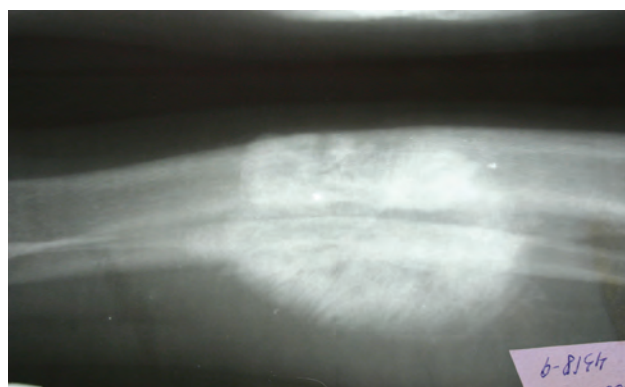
Великий остеосаркомоподібний періостальний регенерат (позначений стрілкою) у діафізі великогомілкової кістки через 2 міс. після неповного перелому. Фото рентгенограми кісток гомілки хворого 7 років.
